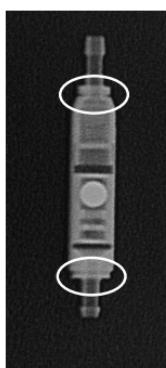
Röntgenaufnahme des paedGAV (9/24 cmH₂O)
